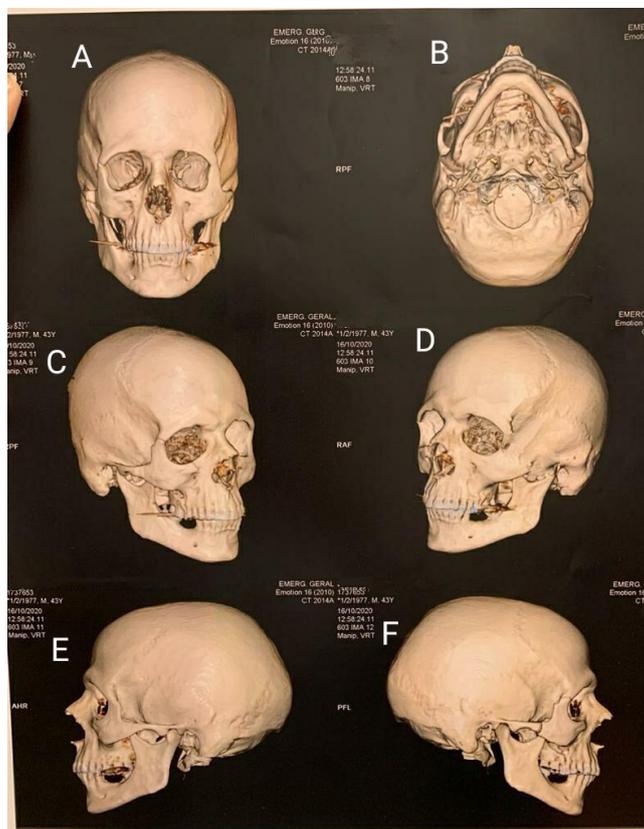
Tomografia Computadorizada em Reconstrução Tridimensional. (A: Frontal. B: Submento-vértice. C: Semiperfil direito. D: Semiperfil esquerdo. E: Lateral esquerdo. F: Lateral direito). Fonte: Maxsuel Bezerra da Silva
